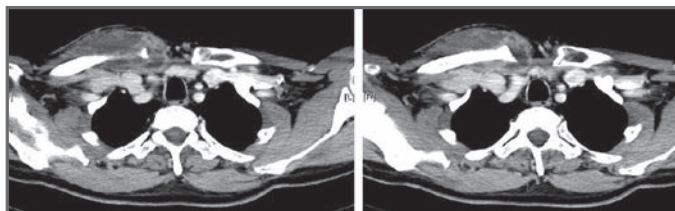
TC que muestra el absceso.
